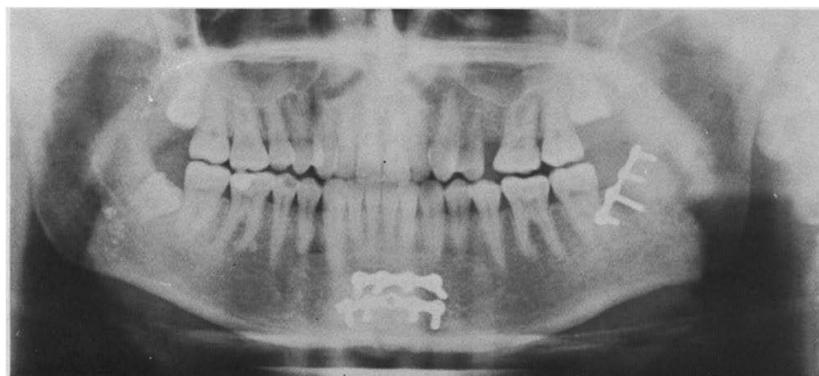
Рентгенограмма челюстей, где на участках переломов установлены накостные пластины из металлического сплава. [3]
